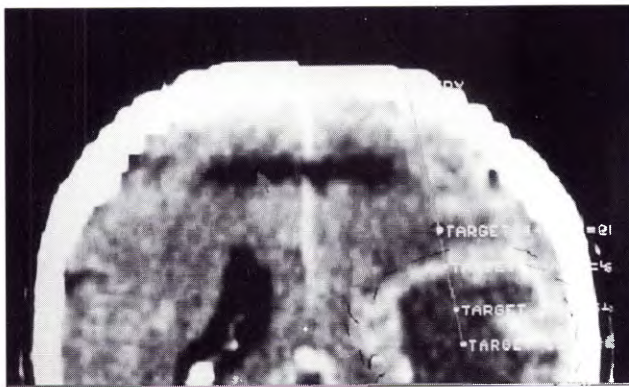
Reconstrucción coronal de TAC con selección de blancos
